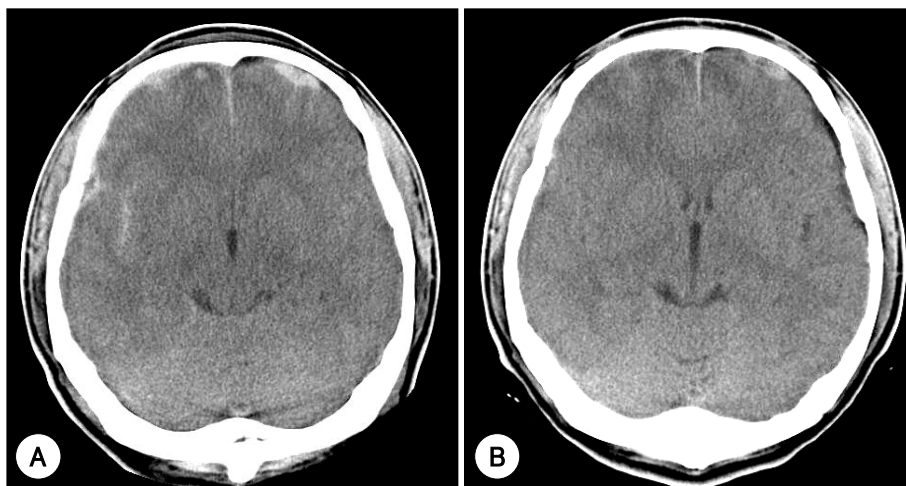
The computer tomogram (CT) of brain on admission shows subarachnoid hemorrhage on right sylvian fissure and subdural hematoma on both frontal area (A). On the 7th hospital day, the follow-up brain CT shows decreased previous hematoma (B).
